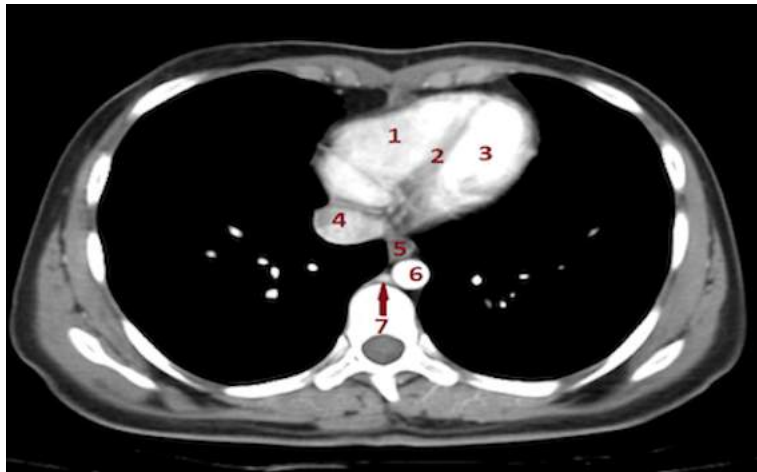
Ventrikül ve atrial seviyesinden aksiyal BT kesiti; sağ atrium (1), sağ ventrikül (2), sol ventrikül (3), sol atrium (4), desendan (inen) aort (5), interventriküler septum (6), pulmoner ven (7)
